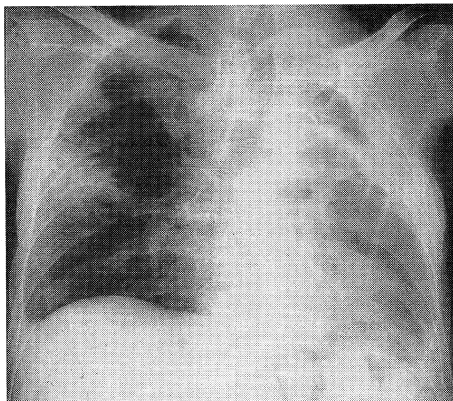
Chest roentgenogram on admission (Case 2)
